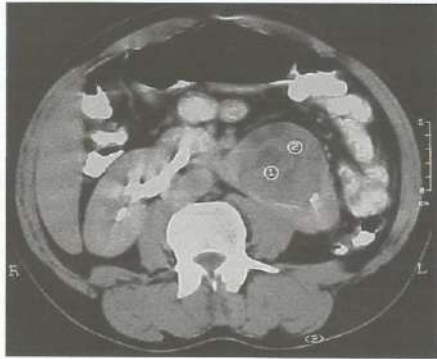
TC do abdome. Rim em ferradura com tumor à esquerda.
